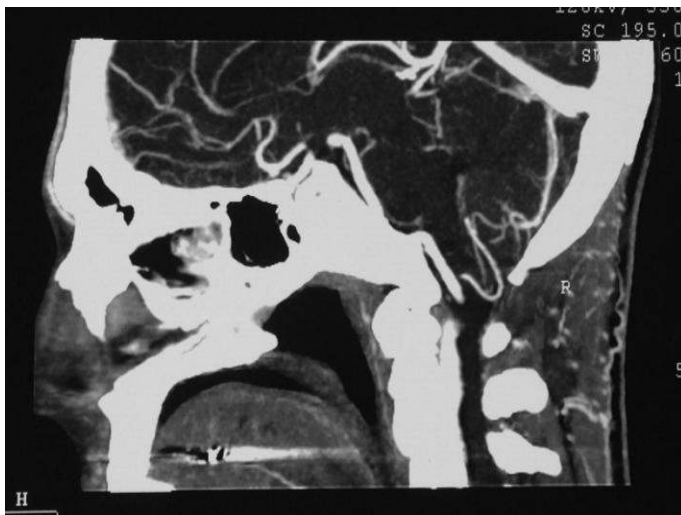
МСКТ-АГ больного П-ова В.Д., 15 лет (и/б № 1591-2004) в сагиттальном изображении: опущение ЗНМА ниже линии Мак-Рея
